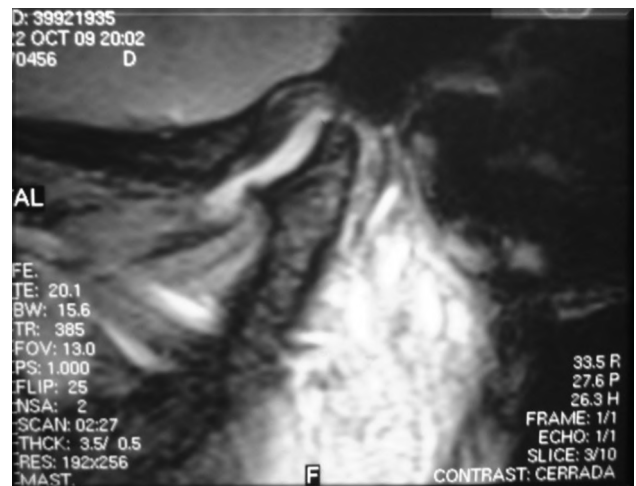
Resonancia magnética nuclear de paciente con ARJ de 5 años de evolución, asintomática.
